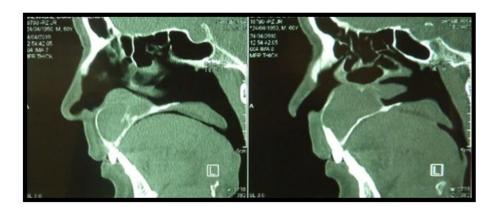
Tomografía cortes sagitales
